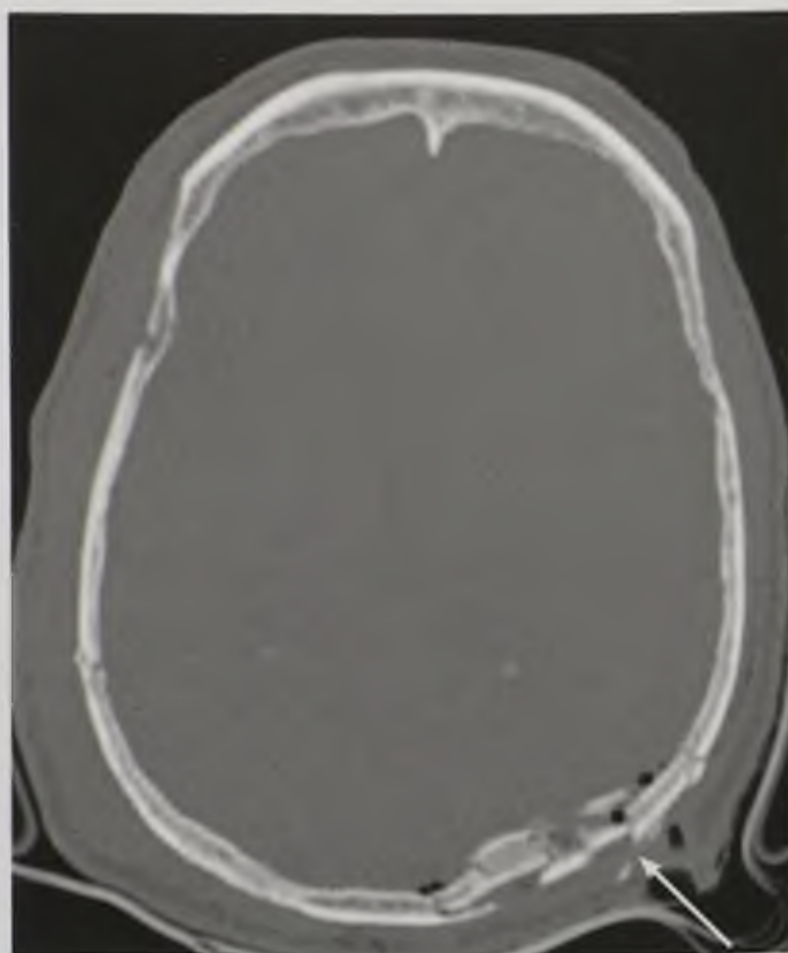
Компьютерная томограмма в аксиальной плоскости и «костном окне». Многооскольчатый вдавленный перелом затылочной и теменной костей слева (стрелка)
